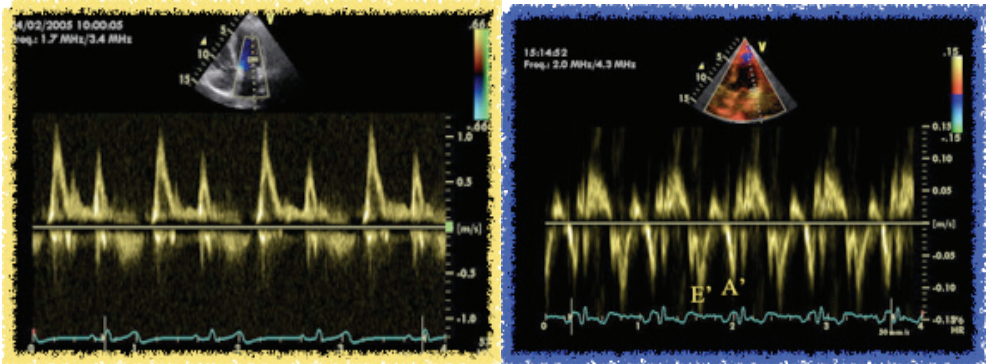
valutazione della funzione diastolica con PW-doppler, a sinistra, e PW-TDI, a destra
